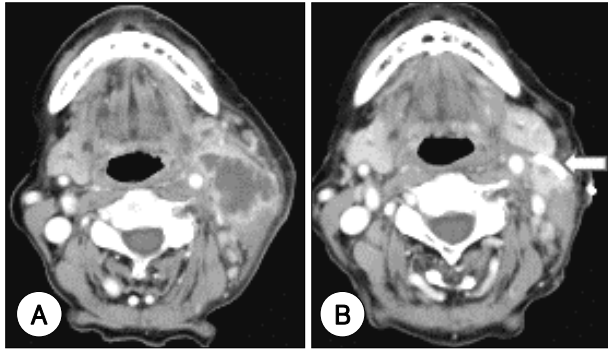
Unilocular abscess. A : Contrast enhanced axial CT scan shows a large abscess below the angle of mandible in right submandibular space. B : Axial CT scan shows improvement of the abscess with the pigtail catheter *in situ* (arrow) after ultrasonography-guided percutaneous aspiration and drainage.
